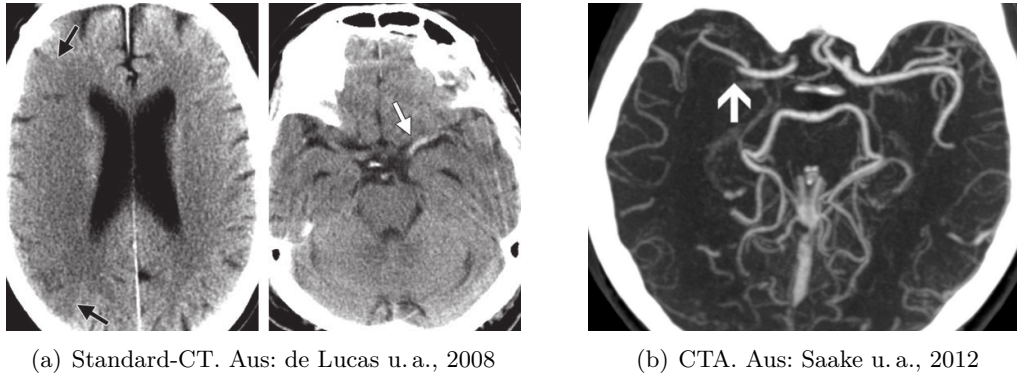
Beispiele für Frühzeichen (Pfeile) eines Schlaganfalls im nativen CT: Ein großflächiger subtiler hypodenser Bereich im rechten Stromgebiet der MCA (a, links) und ein klar hyperdenses Frühzeichen für einen Thromboembolus (a, rechts). Verglichen damit zeigt ein CTA (b) kein Nervenzellgewebe, sondern ausschließlich Blutgefäße.
